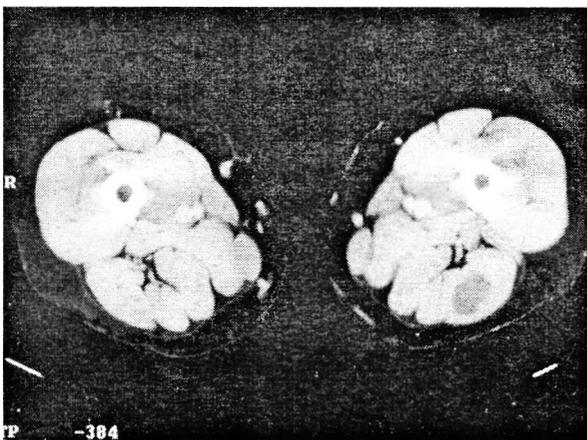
Tomografía axial computada de muslo. Se observa una formación hipodensa, lobulada, de contornos regulares, de aprox. 3 cm, dentro del cuerpo muscular. No se observó alteraciones óseas ni de los planos grasos superficiales adyacentes.
